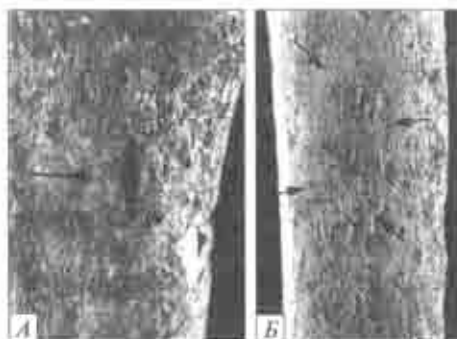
Гематогенний остеомієліт у дитини 3–6 місяців (Шек-19): *A* — дорсальна сторона великої гомілкової кістки; *B* — рентгенограма кістки; *B* — фістула та сліди запалення окістя
